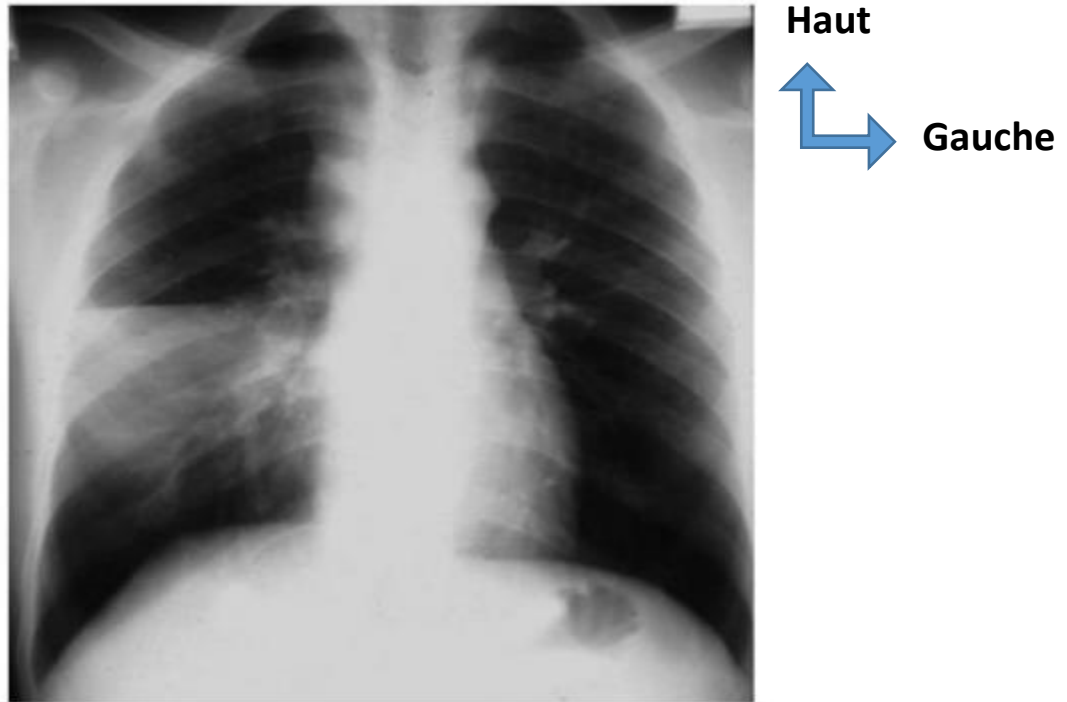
Radiographie thoracique d'une tuberculose dans sa forme pneumonique, opacité alvéolaire systématisée du lobe moyen à droite [15].
